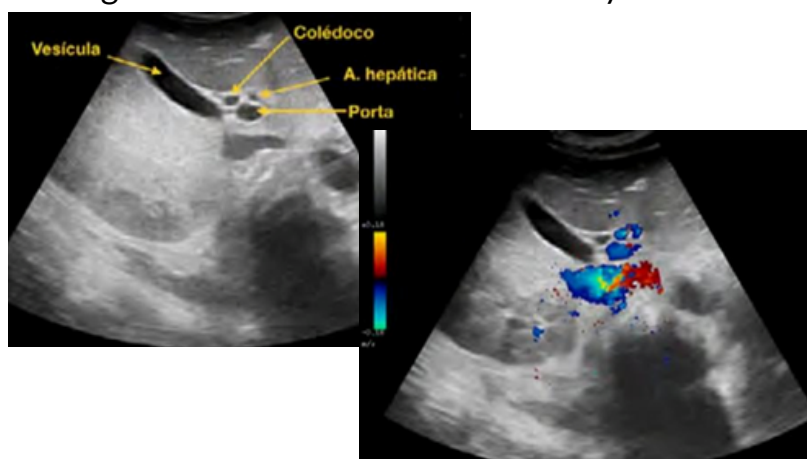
Ecografía “ratón Mickey”
